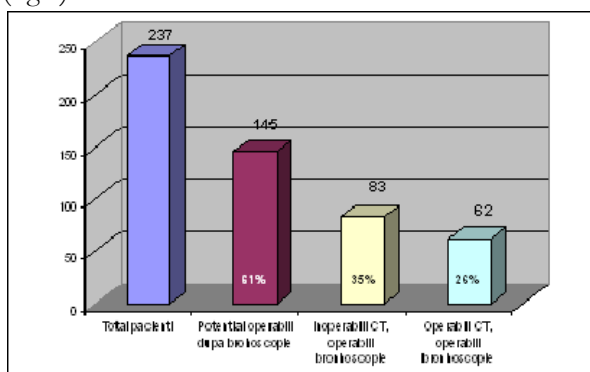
Pacienți inoperabili tomografie computerizată și „potențial” operabili după bronhoscopie
